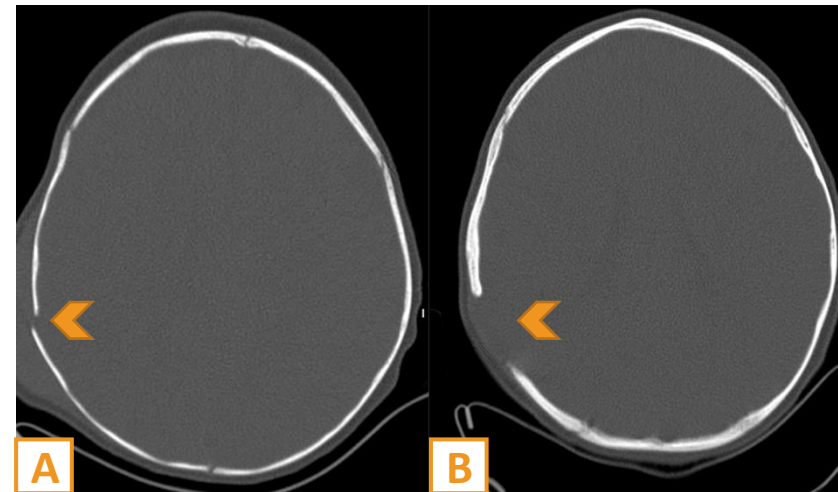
TC craneal inicial que evidencia fractura parietal derecha (imagen A). En el control evolutivo al año, se observa ensanchamiento del defecto óseo original (imagen B), hallazgo característico de quiste leptomeníngeo.
